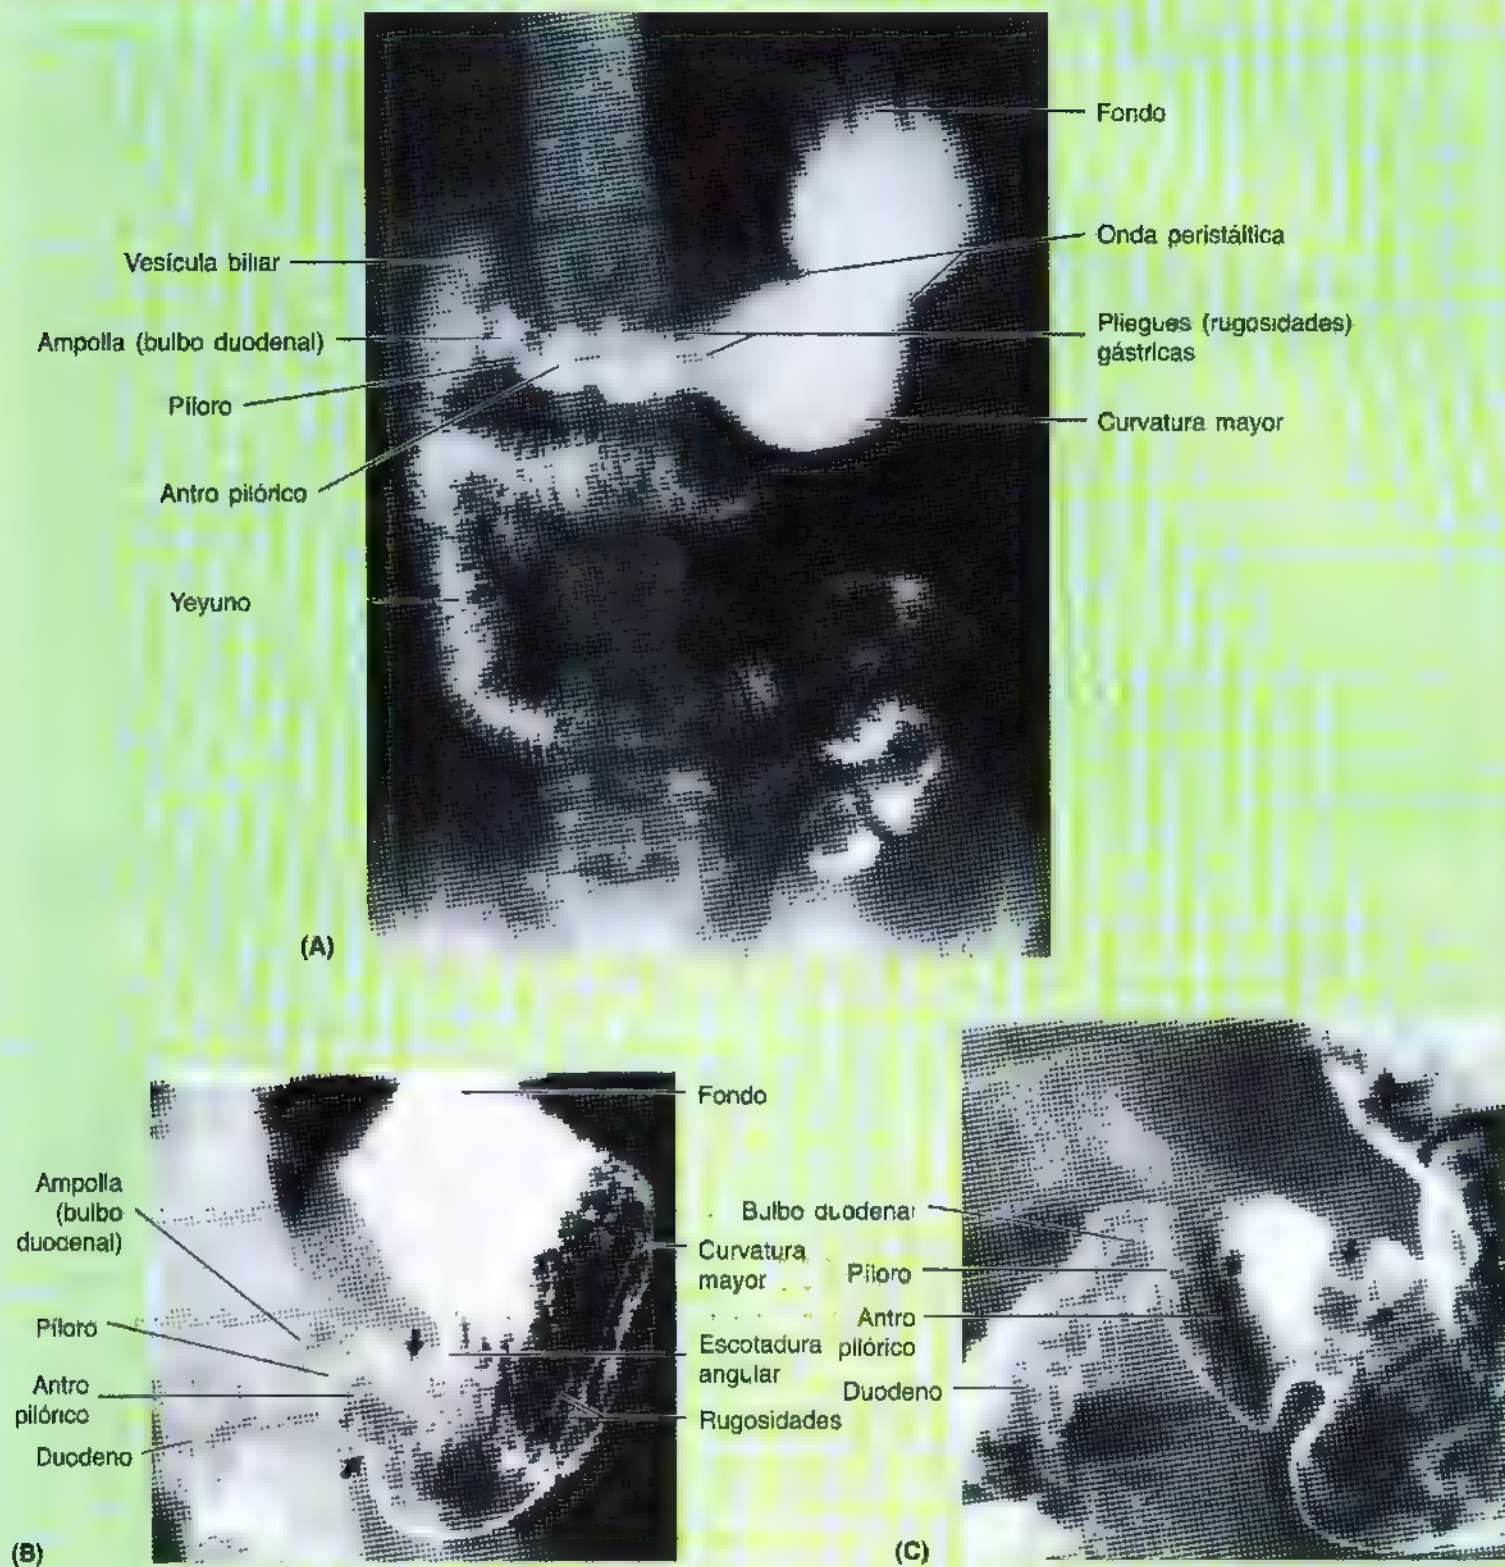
Radiografías del estómago, intestino delgado y vesícula biliar. A. Obsérvese la onda peristáltica del estómago y de los pliegues (rugosidades) gástricas longitudinales de la mucosa. B. Estómago e intestino delgado después de la ingestión de bario. Se advierte la onda peristáltica (*puntas de flecha*), el píloro, el bulbo duodenal y el aspecto plumoso del bario en el intestino delgado. Asimismo, se aprecia la relación entre la vesícula biliar y la ampolla duodenal (bulbo duodenal) en la porción superior (primera) del duodeno. C. Radiografía de la región pilórica de estómago y de la porción superior del duodeno. (A), Cortesía del Dr. J. Helson, Toronto, Ontario, Canadá; B-C, Cortesía del Dr. E.L. Lansdown. Profesor de Imagen Médica, Universidad de Toronto, Toronto, Ontario, Canadá.)
